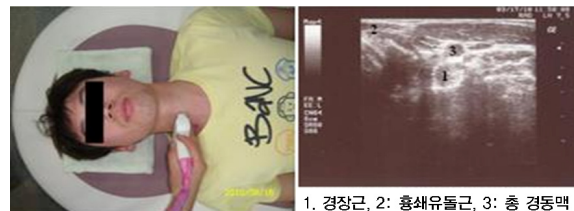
초음파 측정 자세 및 해부학적 위치
